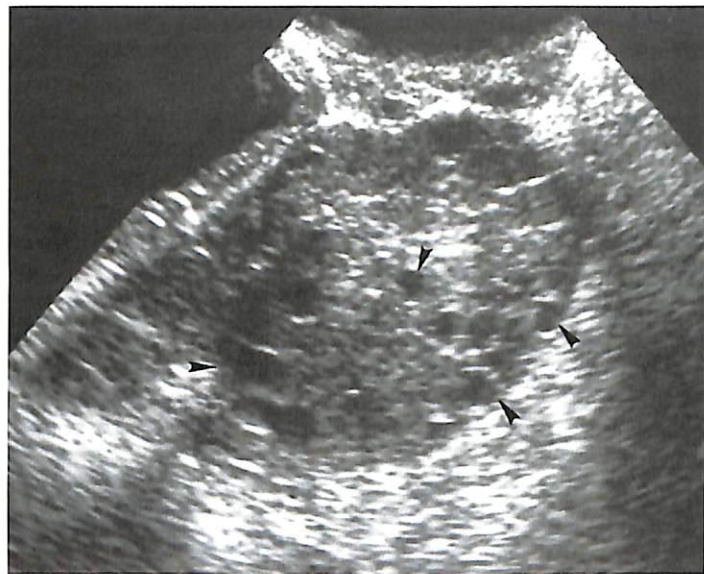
Синдром поликистозных яичников у 20-летней женщины с гирсутизмом, ожирением и олигоменореей. Трансвагинальное УЗИ, сканирование в поперечной наклонной плоскости. Правый яичник увеличен и содержит более 10 фолликулов диаметром менее 8 мм. Левый яичник имеет сходный вид. Наконечники стрелок указывают на некоторые из фолликулов. Участок яркой эхогенности (наконечник стрелки) в центральной области яичника может представлять собой разросшуюся строму яичников, часто выявляемую у пациенток с синдромом поликистозных яичников (Из Cohen HL. Evaluation of the Adolescent and Young Adult with Amenorrhea: Role of US. RSNA Special Course in Ultrasound. Radiological Society of North America; 1996: 171–183. Воспроизведено с разрешения the Radiological Society of North America. Oakbrook IL).
